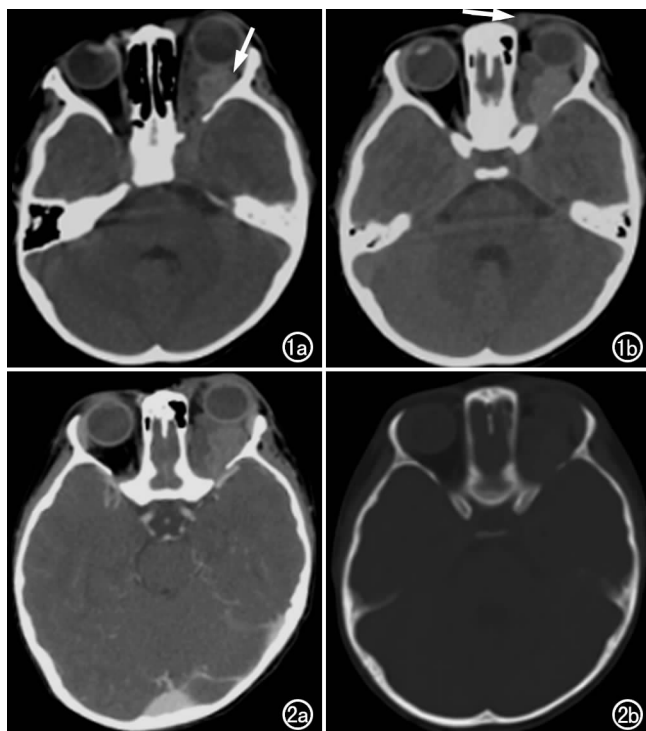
a) CT平扫示左眼球后眶内一不规则软组织肿块,边界不清(箭);b)左眼内眦处有一小结节(箭)。图2 a) CT增强扫描示病变不均匀强化,左眼内眦处结节明显强化;b)骨窗示左眶尖部骨质吸收变薄,眶上裂扩大。
